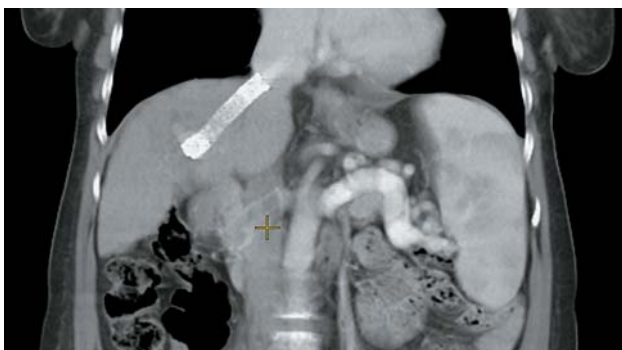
Компьютерная томограмма. Состояние после TIPS. Проксимальный сегмент стента расположен в нижней полой вене.
